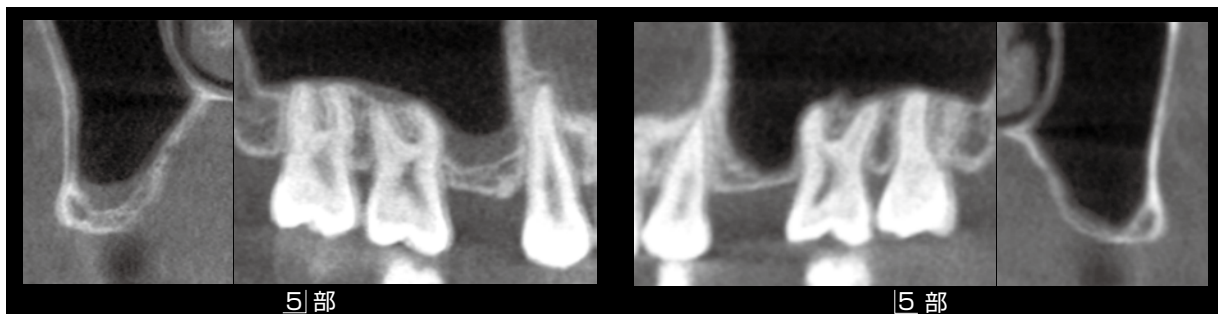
術前のCT所見。51部の垂直的骨量は2.5mm、52部は1.5mmであった。
